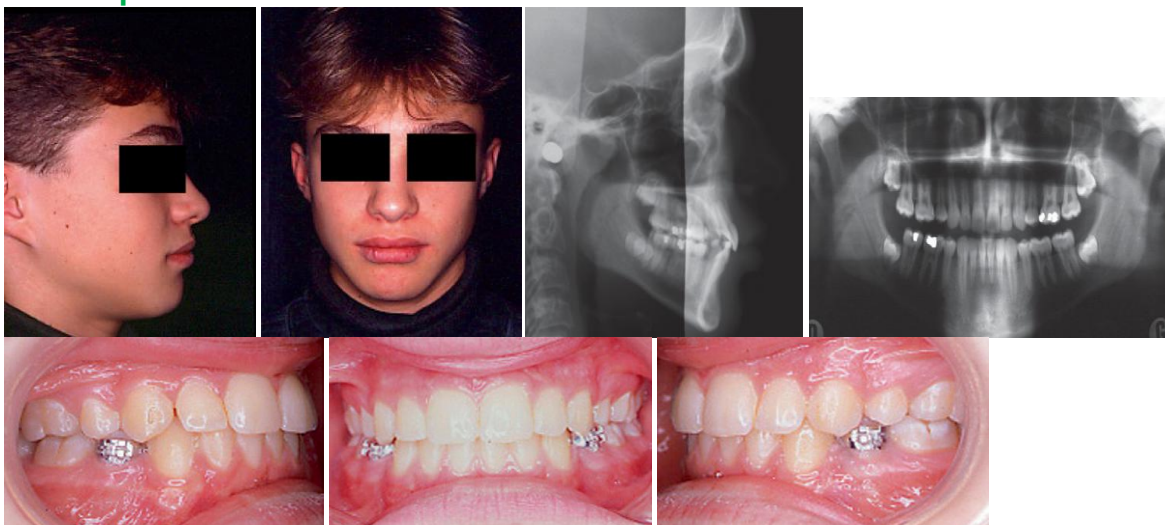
Vues exobuccales montrant la réduction de la biprochélilie et la fermeture labiale non forcée. Vues endobuccales : occlusion de classe I et recouvrement normal. Téléradiographie de profil I : réduction de la biproalvéolie et normalisation de l'angle interincisif. Radiographie panoramique : parallélisme des axes dentaires et possibilité d'évolution des dents de sagesse.
